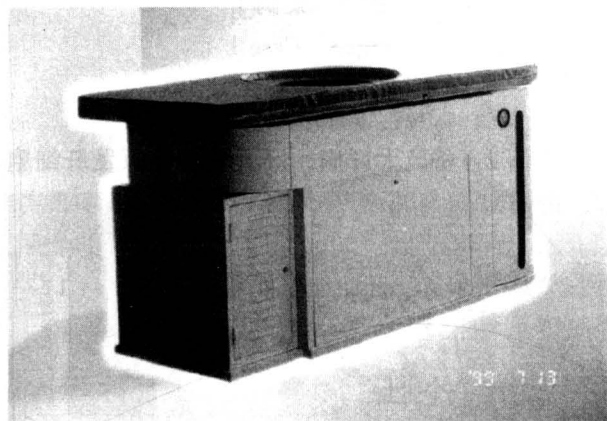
FEP-BY01 型高能聚焦超声肿瘤治疗机
